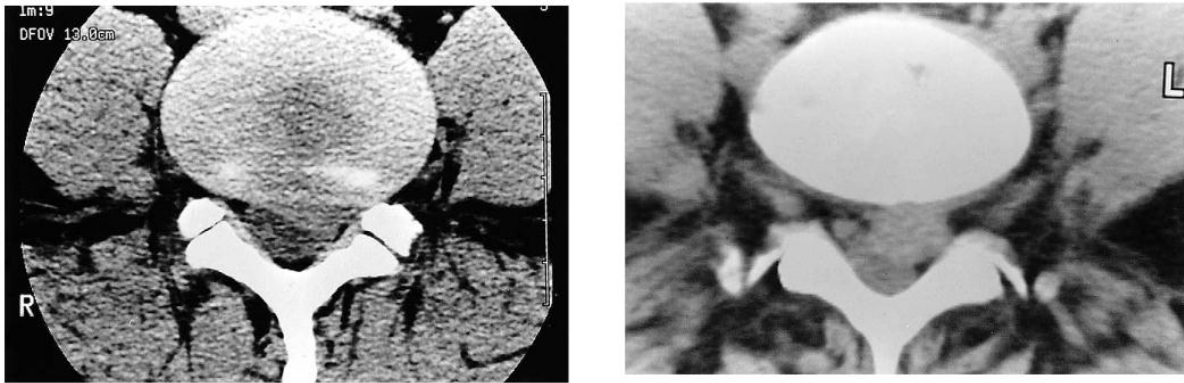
TDM lombaire en coupe axiale montrant
